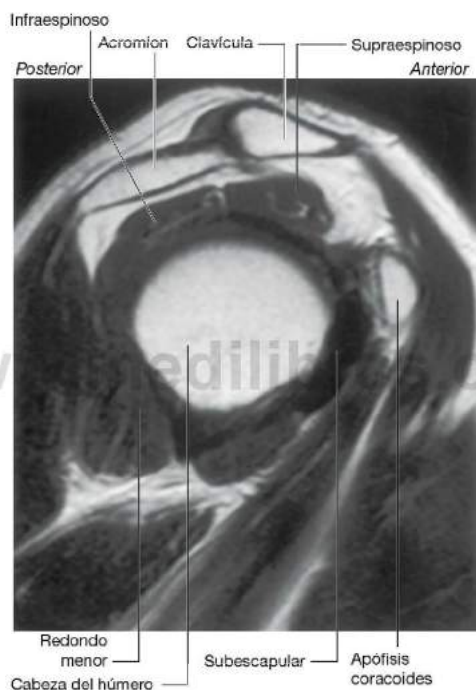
Imagen de resonancia magnética (potenciada en T1) de una articulación glenohumeral normal en el plano sagital.
